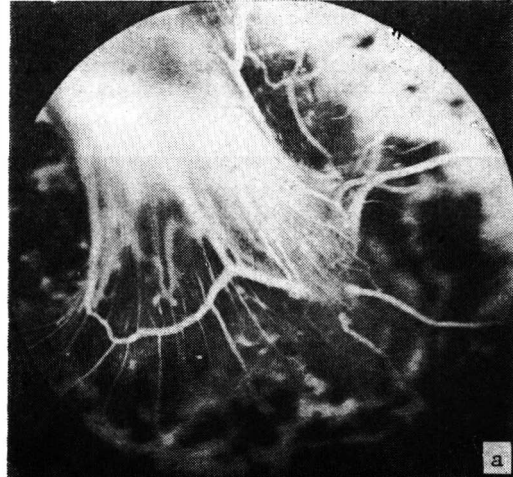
Curiosa forma de persistência da papila de Bergmeister sob forma de tênue véu translúcido ricamente vascularizado partindo da região justa-papilar temporal superior, acompanhado de distrofia pigmentar e se projetando no vítreo médio (a). A ecografia B (b) mostra redução do diâmetro ântero-posterior para a idade e uma estrutura em tenda elevando-se da papila em direção ao vítreo (seta), cuja intimidade é silenciosa.
